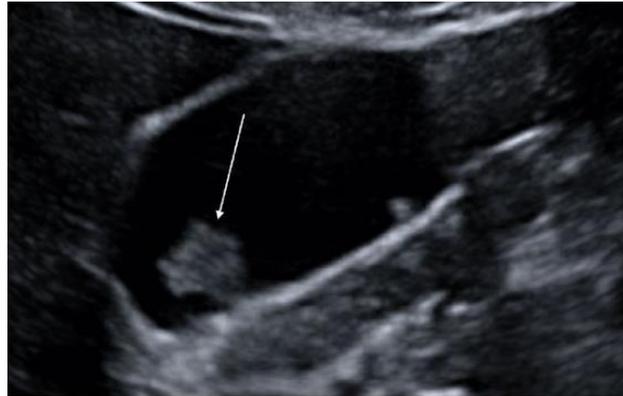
La imagen ecográfica muestra un pólipo inflamatorio (flecha blanca) que se presenta con mayor ecogenicidad que el parénquima hepático, homogéneo, pedunculado y de menos de 10 mm de diámetro. Imgen obtenida de Cocco et al: Gallbladder polyps ultrasound: what the sonographer needs to know
